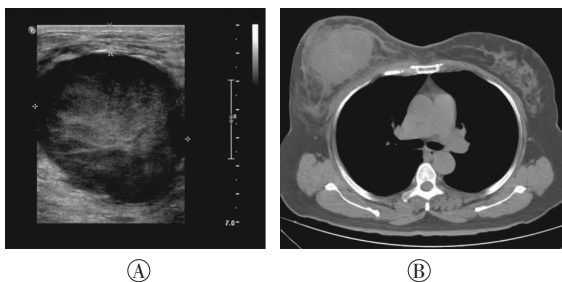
患者女性, 62岁, 右侧乳腺神经内分泌肿瘤术前的彩色多普勒超声和CT扫描图 图中, A: 彩色多普勒超声检查右侧乳腺有7.7 cm×6.3 cm×5.3 cm的巨大低回声实性肿块, 边界清晰, 形状规则, 可见少量血流信号, 乳头周边皮下软组织明显增厚, 回声增高; B: CT示右侧乳腺有椭圆形肿块, 最大截面8.2 cm×5.7 cm。
